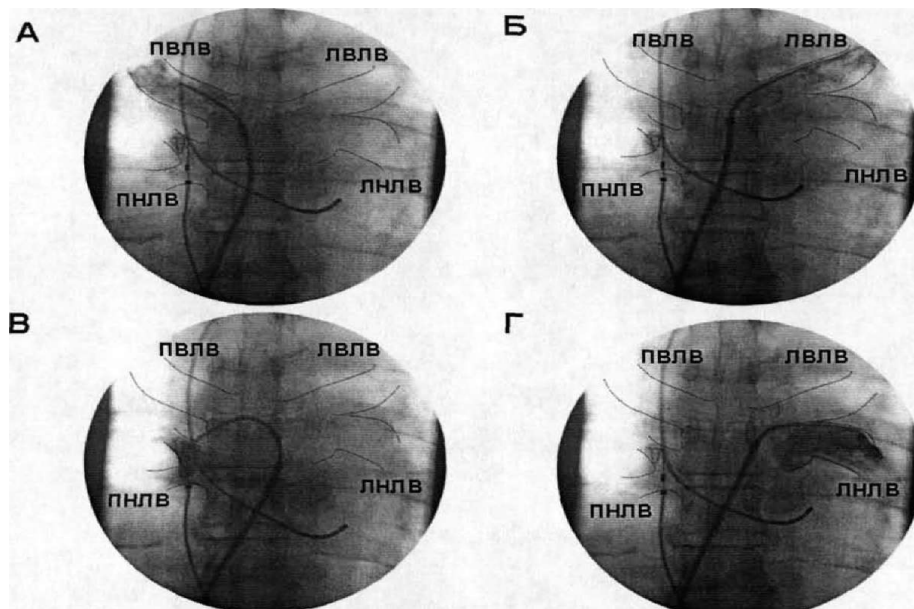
Рентгенограми хворого Г. (№ 865 2012 р.). Пунктирними лініями обведено контури легеневої вени: *а* – контрастування правої верхньої легеневої
